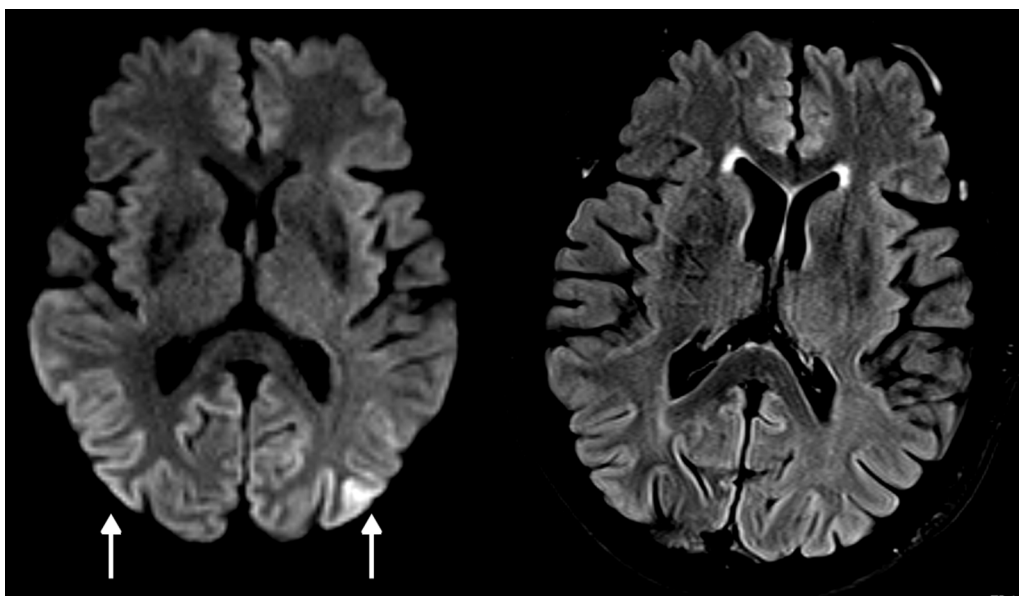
Secuencias axial de difusión y FLAIR: hiperintensidad cortical parieto-occipital bilateral (flechas) en la secuencia DWI en equipo de 3T, mucho menos evidentes en la secuencia FLAIR. La secuencia de difusión es la más sensible para las alteraciones corticales.
